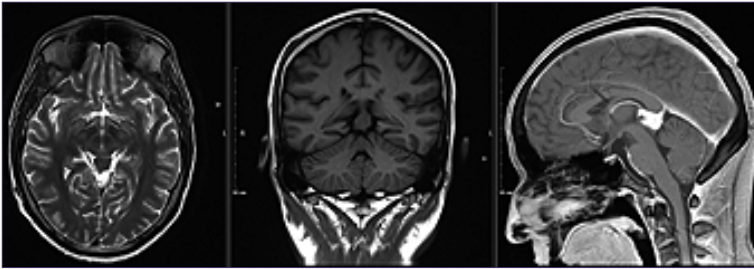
RMN encéfalo del 22.04.2024 gemelo n° 2 ponderada en t1, t2 y t1 gadolinio, corte axial, coronal y sagital evidencia imagen en la región pineal de comportamiento heterogéneo de 2x1x1 cm, que realza al medio de contraste de manera homogénea.
